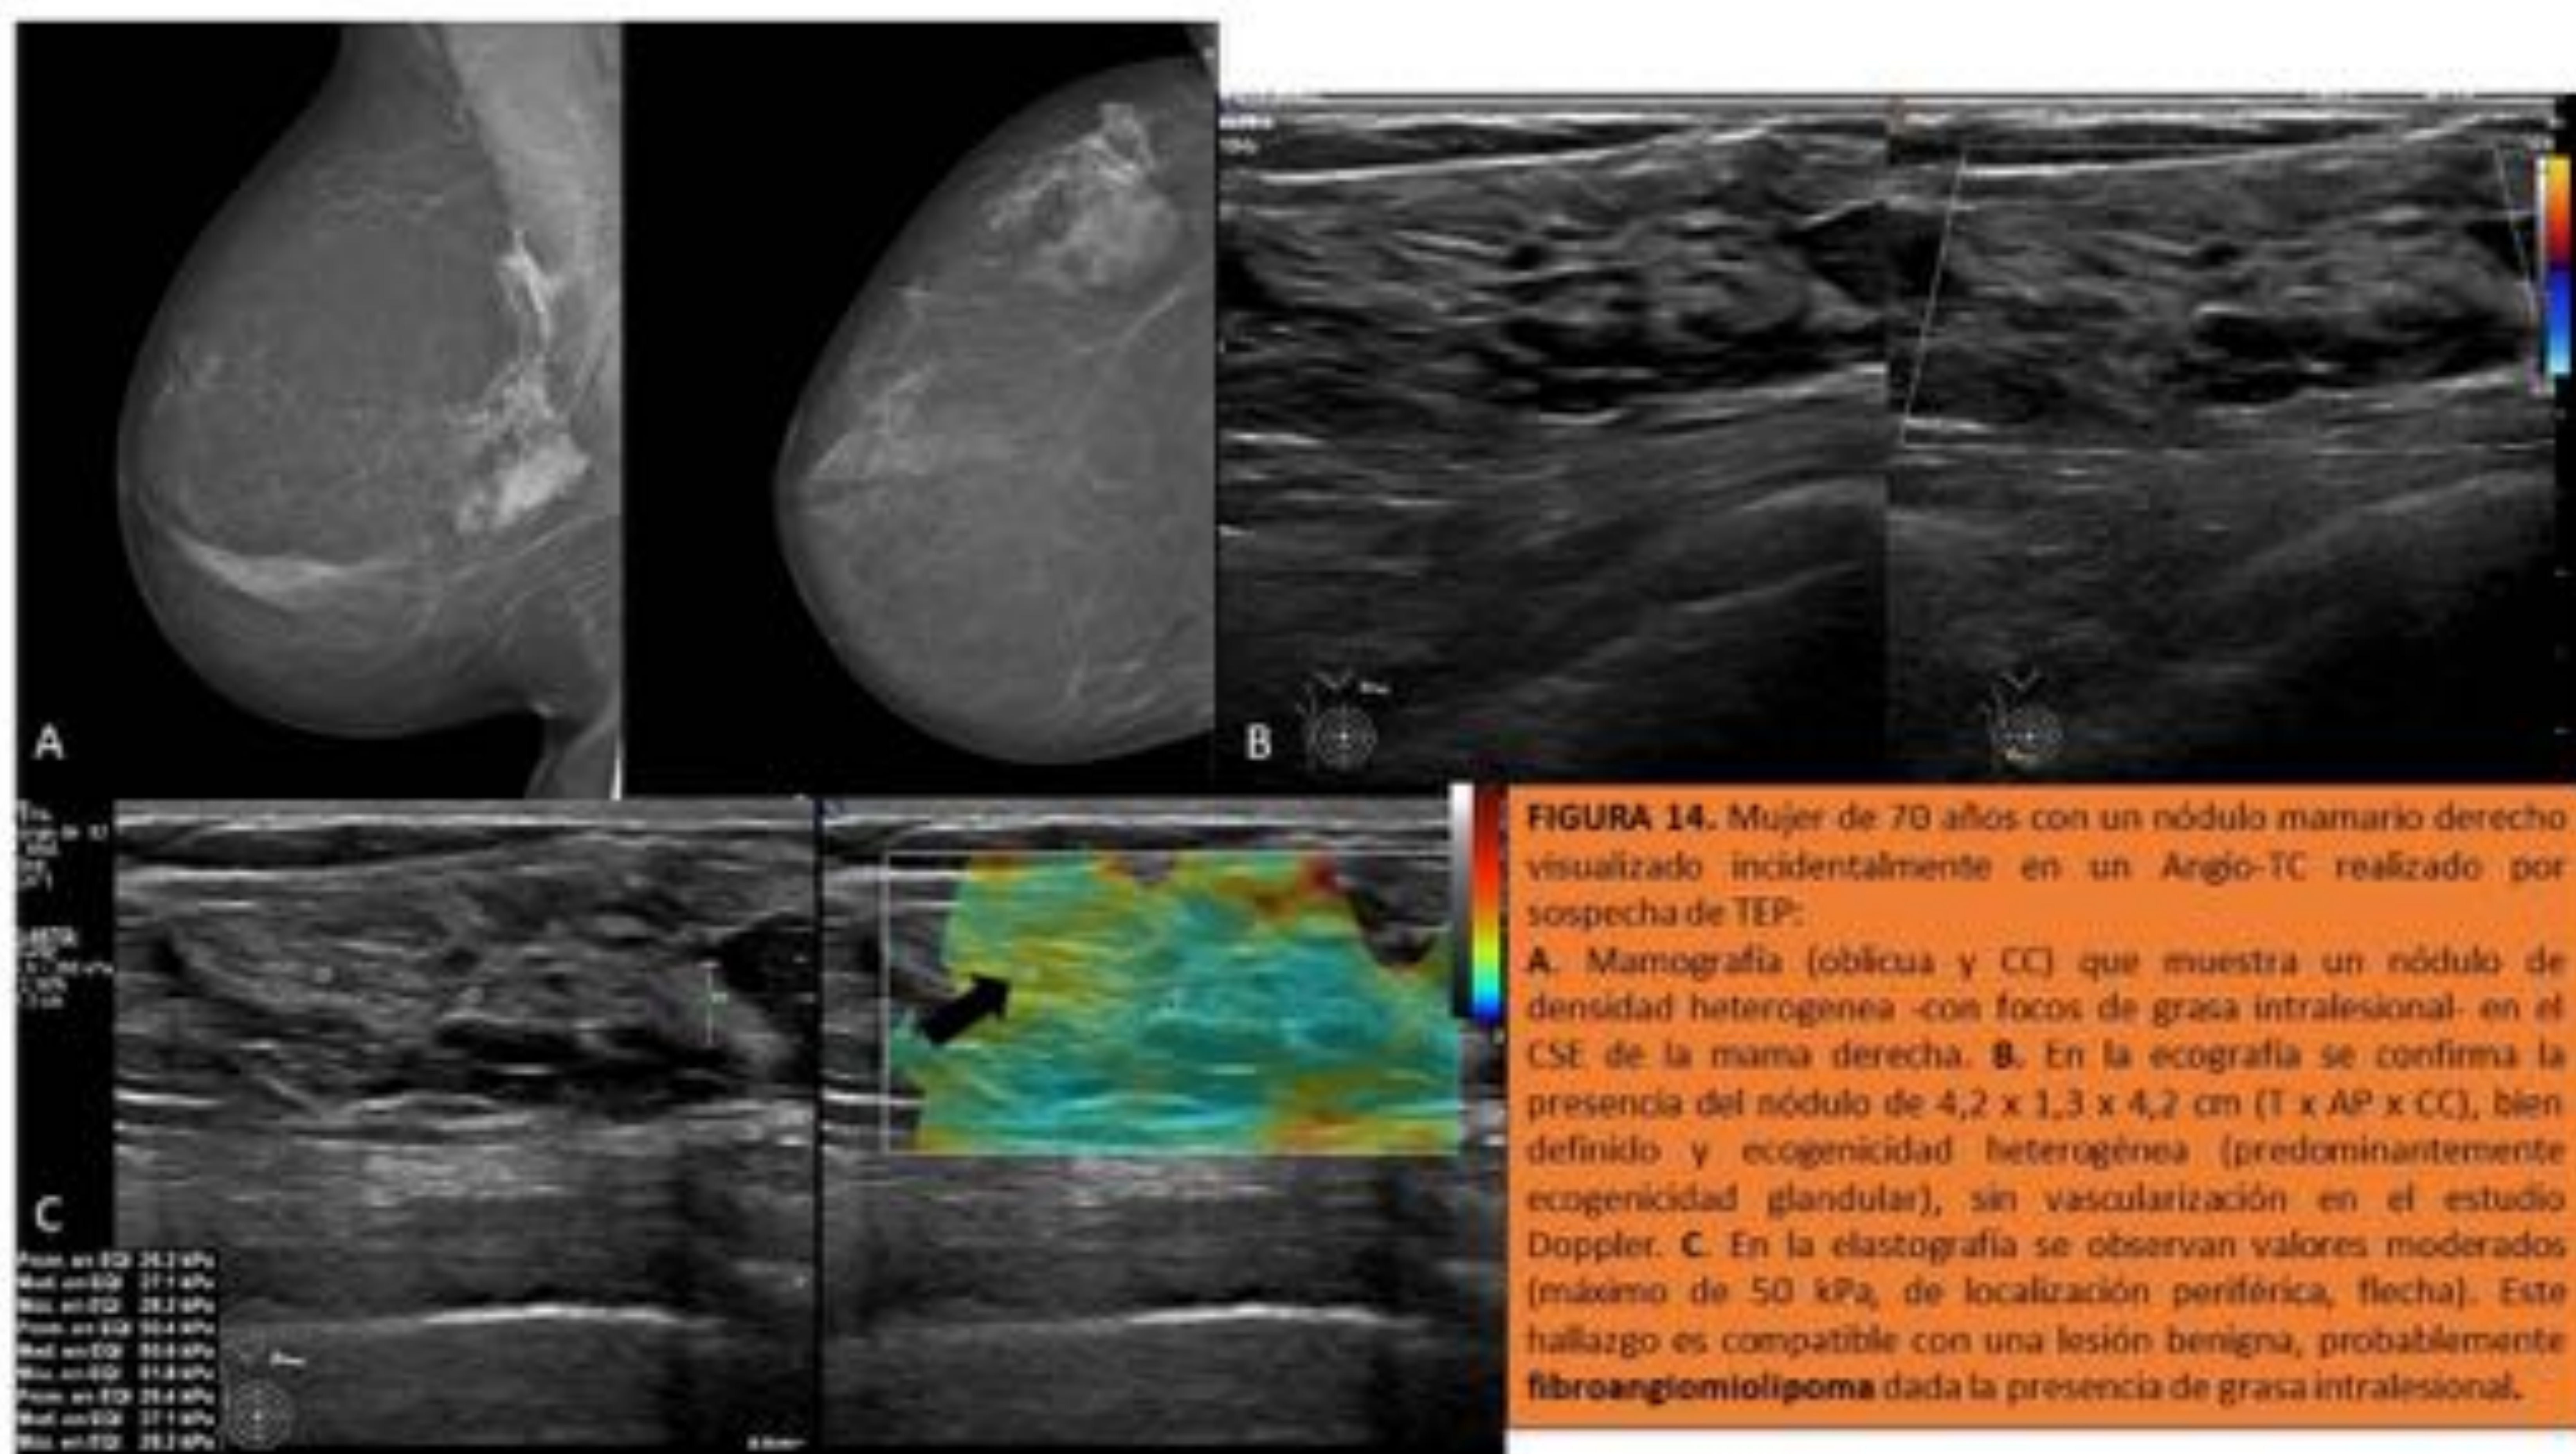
Mujer de 70 años con un nódulo mamario derecho visualizado incidentalmente en un Angio-TC realizado por sospecha de TEP:
